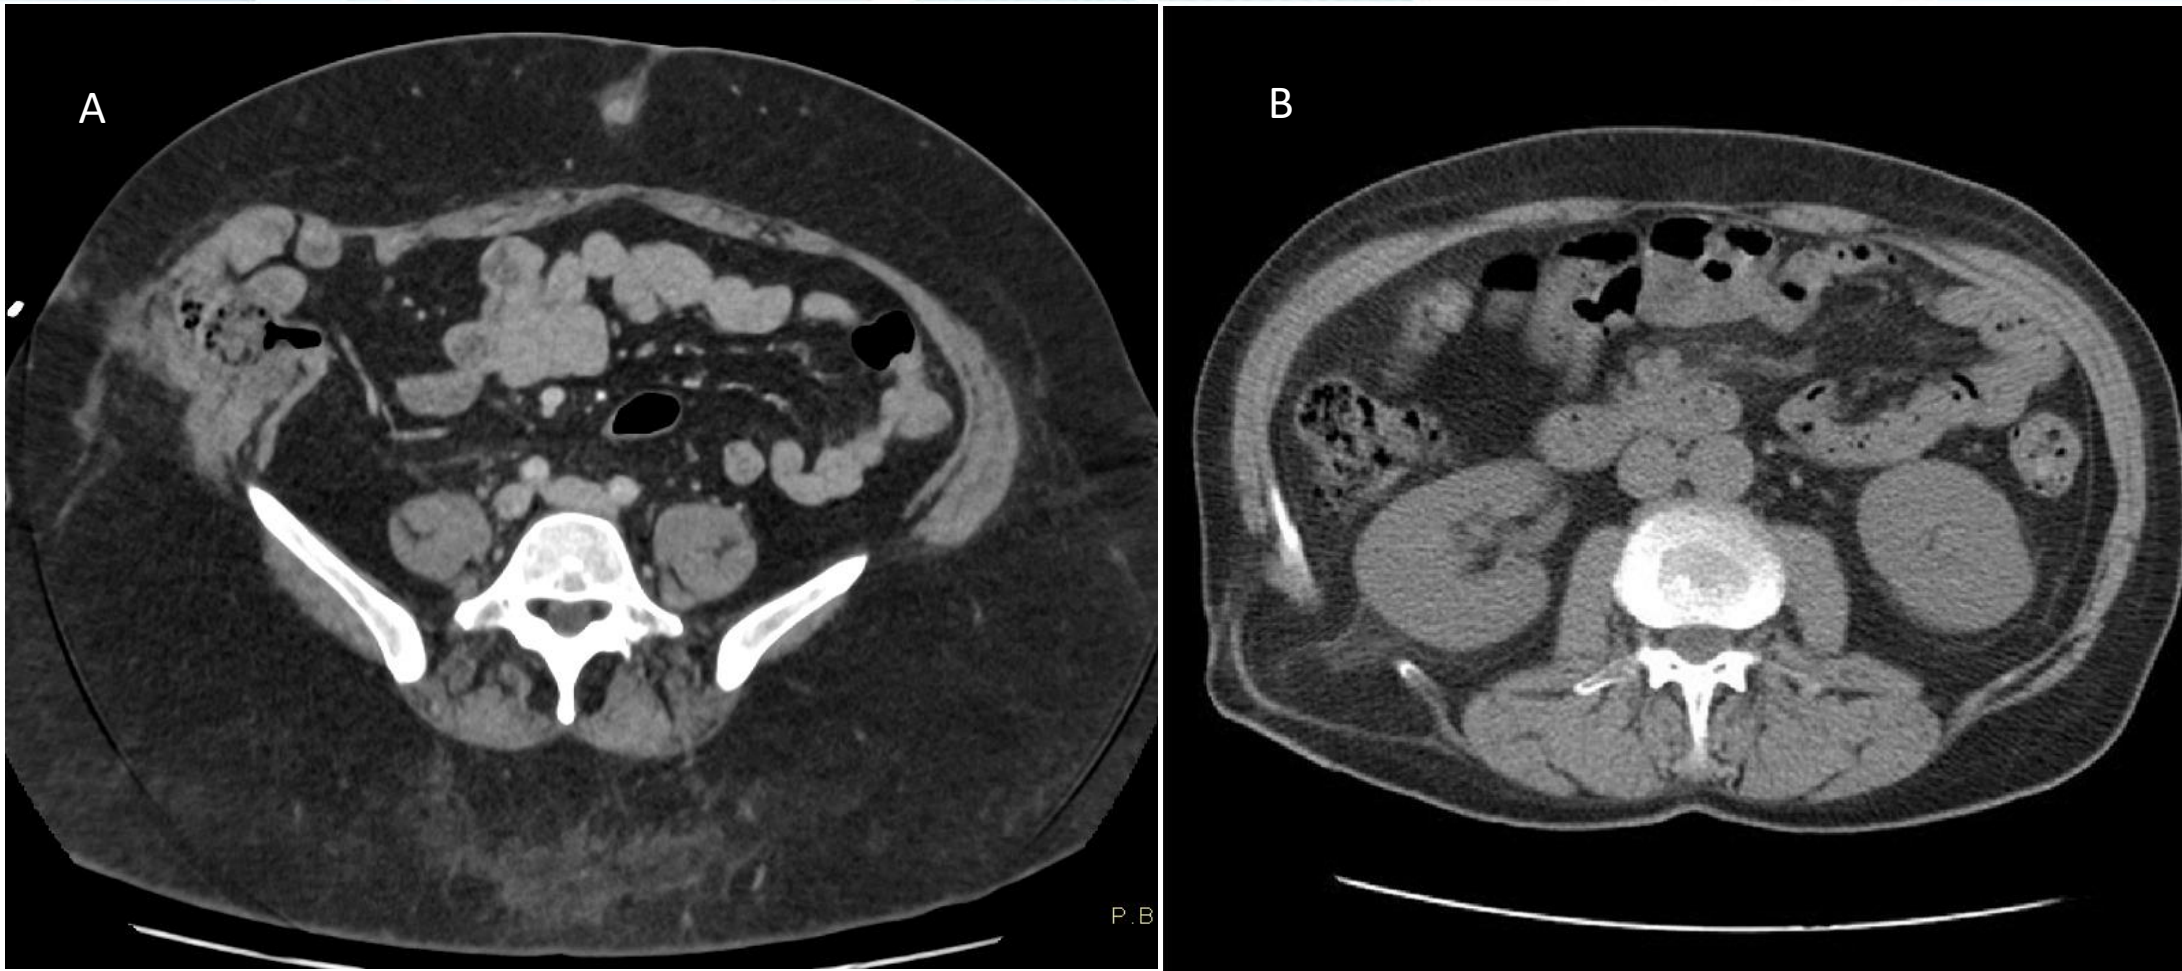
Cortes axiales de tomografía computarizada de abdomen; imagen A muestra un defecto parietal en la línea semilunar con herniación de grasa y asas de intestino, compatible con hernia de Spiegel. Imagen B muestra un defecto parietal lumbar con herniación de grasa abdominal, compatible con hernia de Grynfelt.
